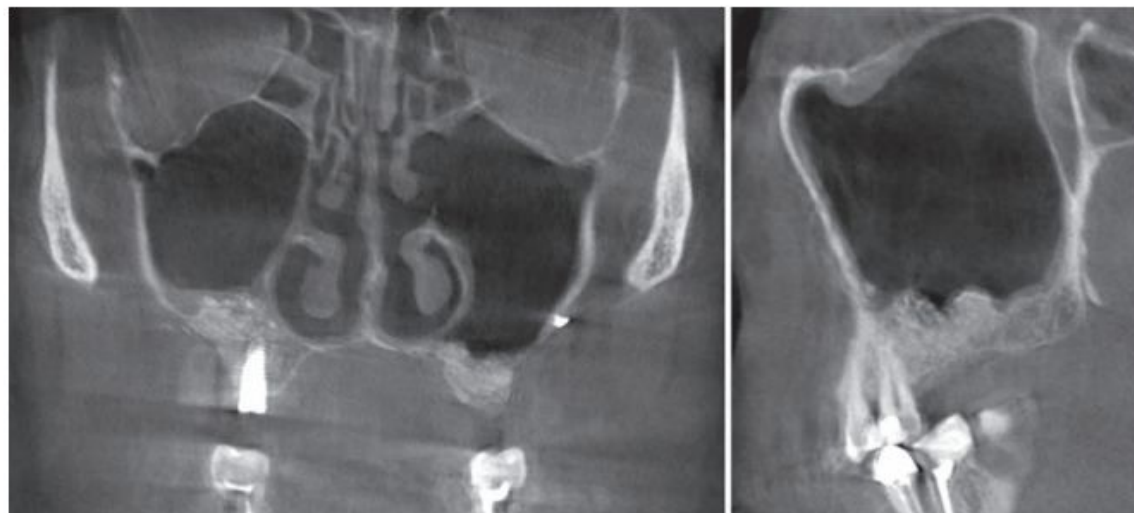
Пациент М., 65 лет. Конусно-лучевая компьютерная томограмма через 2 мес после синуслифтинга. Зуб 2.7 удален, верхнечелюстная пазуха санирована эндоскопически через средний носовой ход. Синусит купирован, в результате гнойно-воспалительного процесса объем костно-пластического материала частично утерян.
